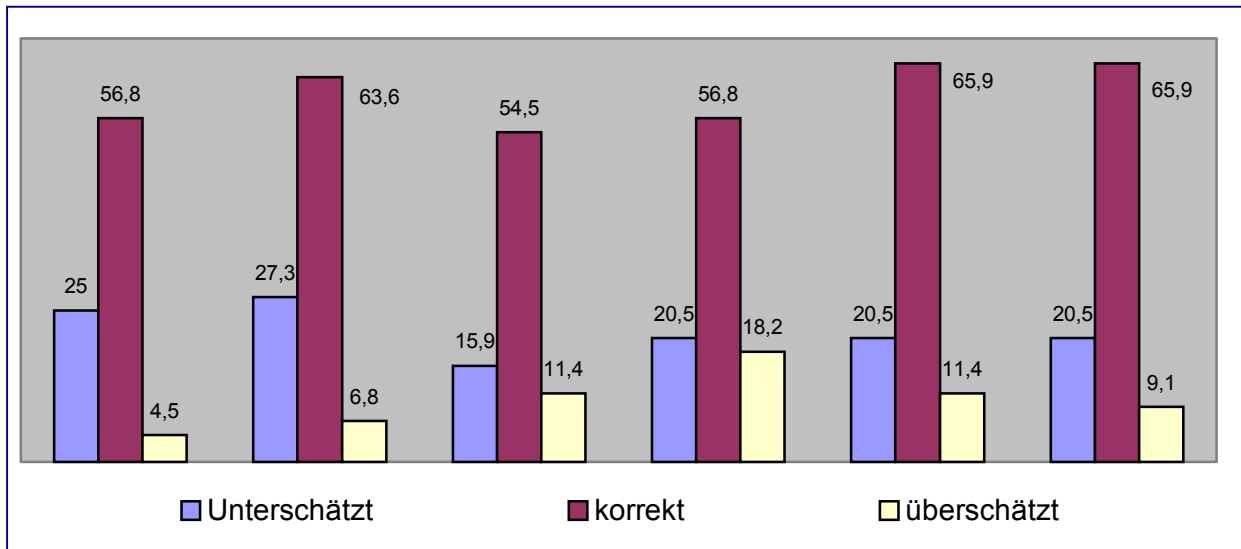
Prozentuale Angabe der den Stenosegrad über- oder unterschätzenden CTA- Befunde
